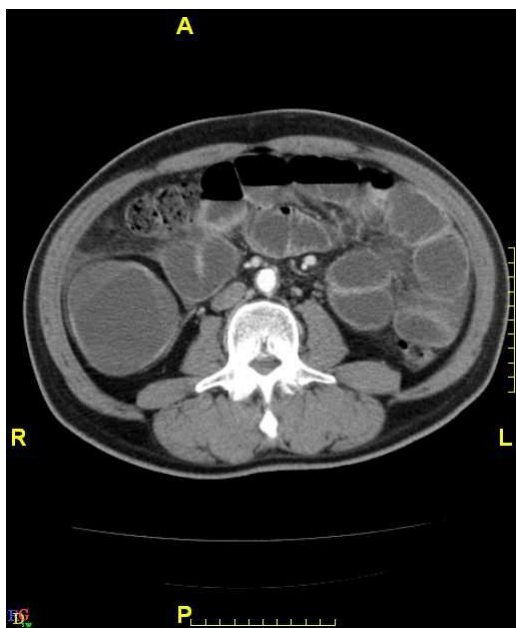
Pneumoperitoneum (CT)
